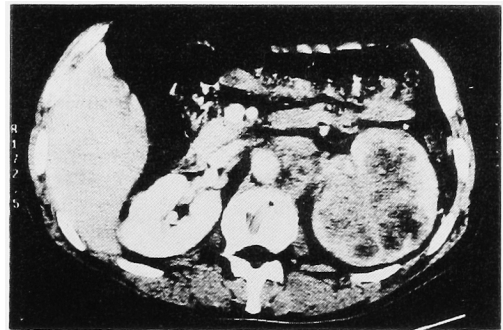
CT shows, besides the findings in Fig. 3, renal vein thrombus and partial involvement of IVC (Case 3).
